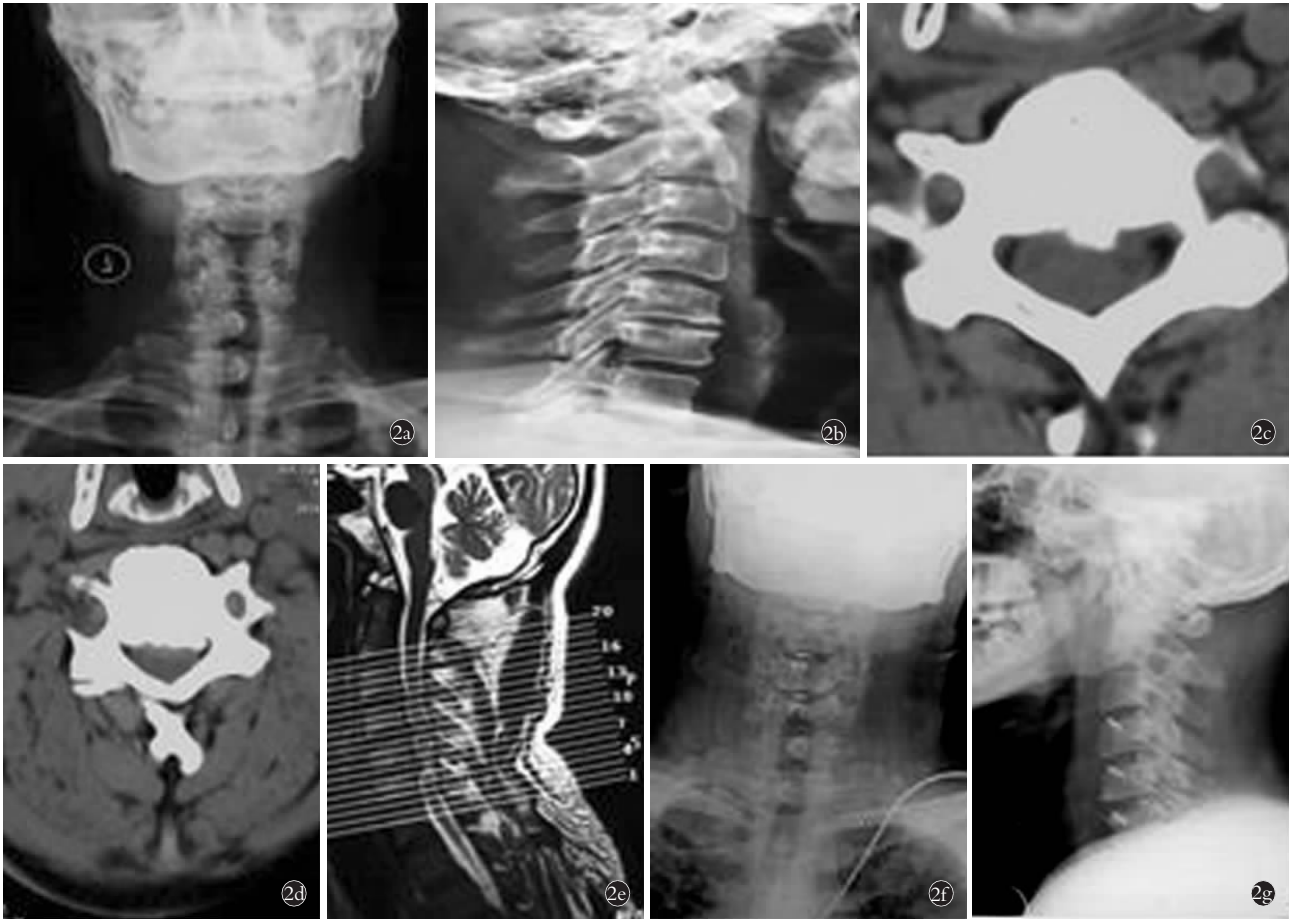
男性患者, 52 岁, 双手麻木, 步态蹒跚 1 年, 诊断为脊髓型颈椎病, 采用 MC+ 颈椎间融合器治疗 2a, 2b. 术前颈椎正侧位 X 线示 C_{5,6} 间隙明显变窄 2c, 2d. 术前 MRI 示 C_{3,4}, C_{4,5} 和 C_{5,6} 间盘突出 2e. 术前 CT 示 C_{3,4}, C_{4,5} 间隙有骨化 2f, 2g. 术后 2 年 X 线示 C_{3,4}, C_{4,5} 和 C_{5,6} 椎间融合, 未见邻近节段明显退变
